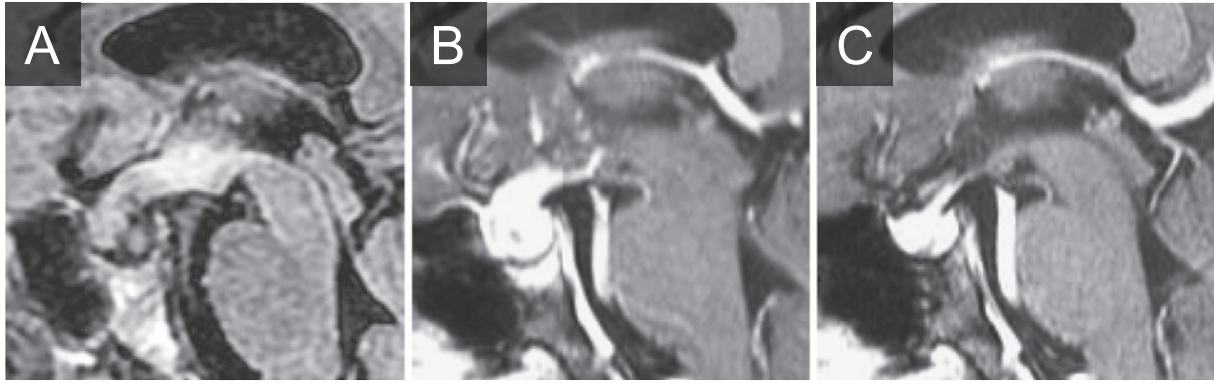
Brain MRI (Sagittal, 1.5T).
